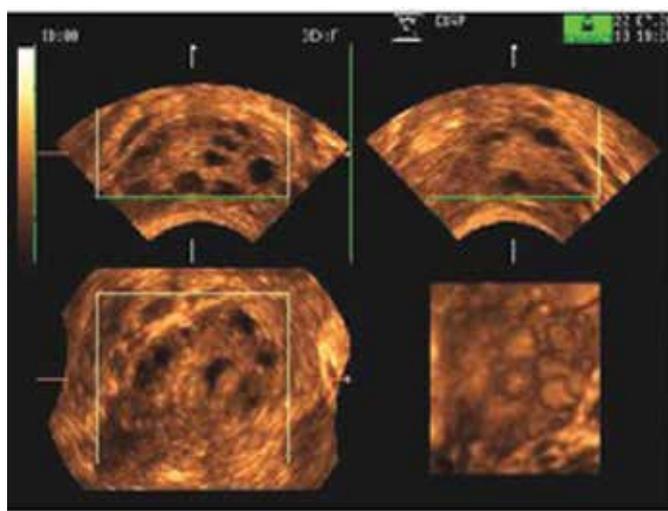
Ovário policístico na ultrassonografia 3D, modalidades multiplanar e bloco
